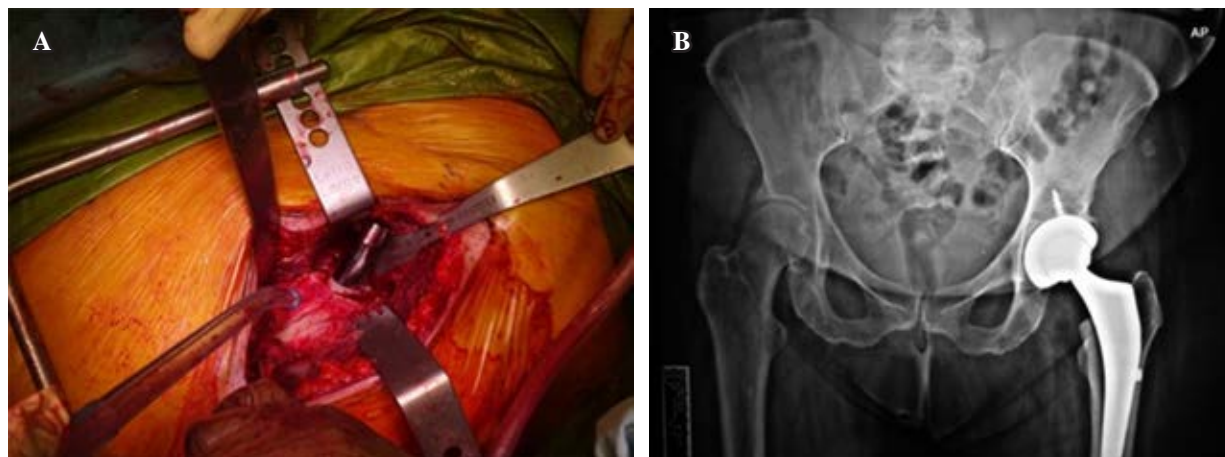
A) Calcar fracture during femoral stem insertion. (Pointed with the suction device). B) Fracture cerclage with cables, postoperative anteroposterior (AP) pelvis X-ray.
